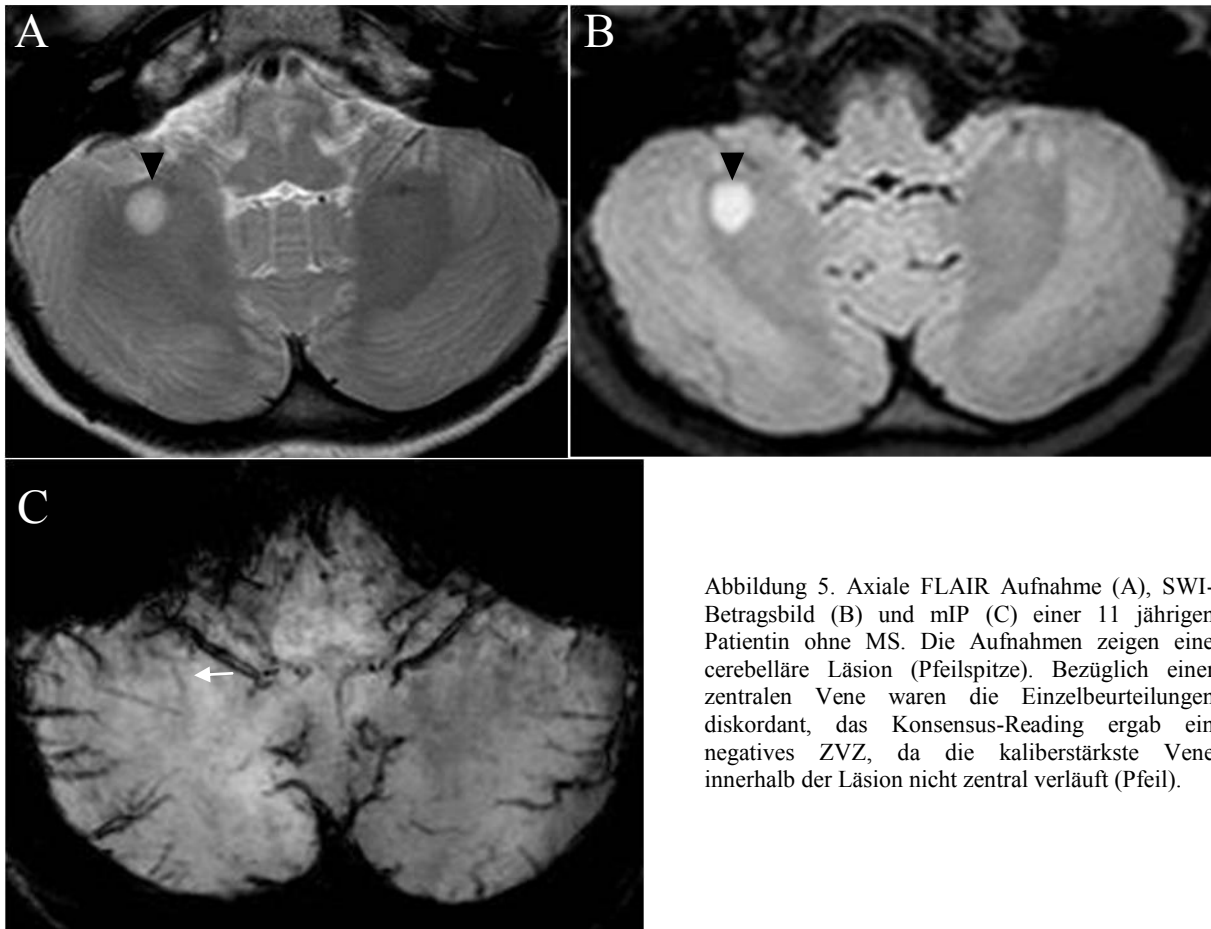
Axiale FLAIR Aufnahme (A), SWI-Betragsbild (B) und mIP (C) einer 11 jährigen Patientin ohne MS. Die Aufnahmen zeigen eine cerebelläre Läsion (Pfeilspitze). Bezüglich einer zentralen Vene waren die Einzelbeurteilungen diskordant, das Konsensus-Reading ergab ein negatives ZVZ, da die kaliberstärkste Vene innerhalb der Läsion nicht zentral verläuft (Pfeil).
